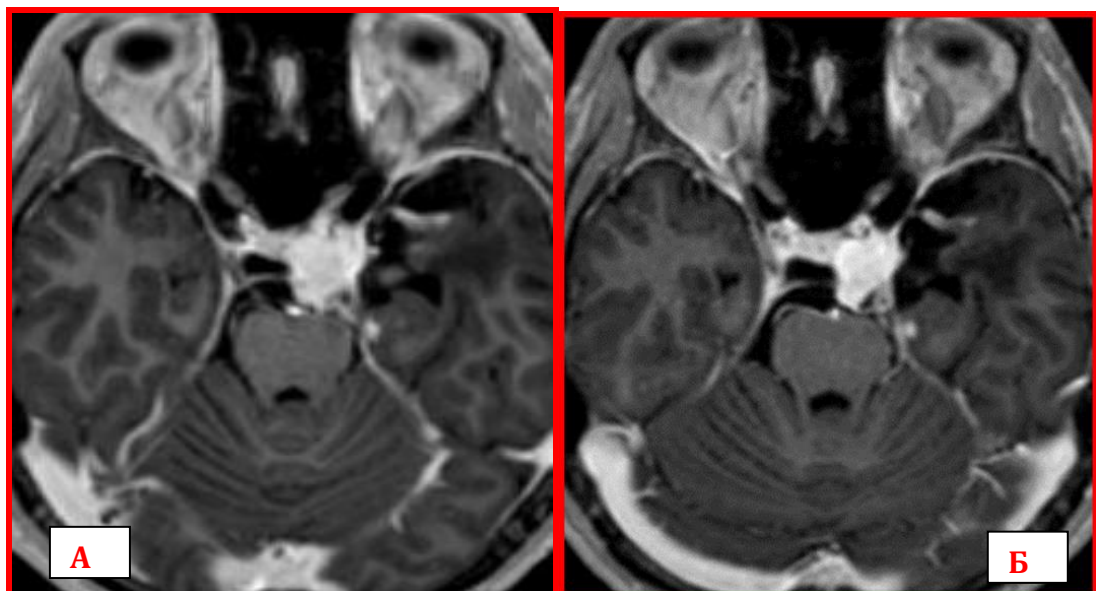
Спостереження №41. Пацієнтка Д-кий, 18 років, історія хвороби №7022. МРТ головного мозку до (А) та через 36 місяців (Б) після СРХ (Т1 ЗЗ з парамагнітним контрастуванням), аксіальна проекція.
